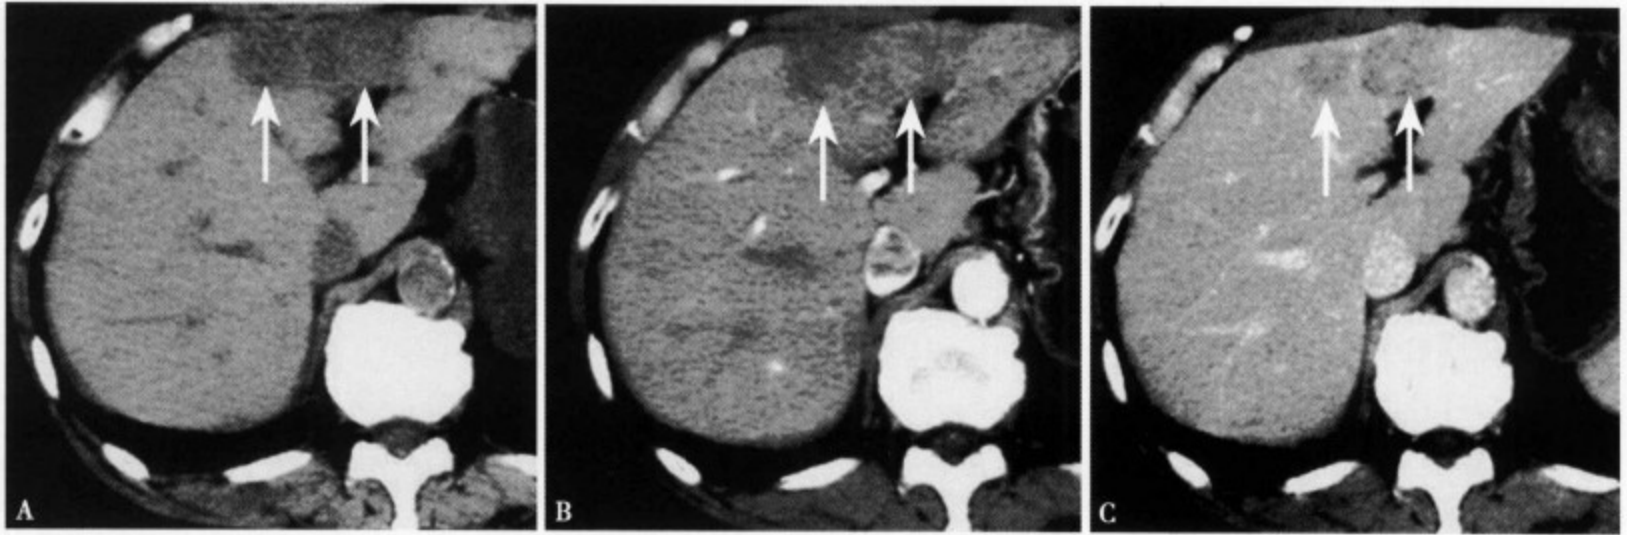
混合型肝癌。CT平扫(A)肝左叶内侧段可见一斑块状稍低密度区，边界不清；CT增强动脉期(B)显示病灶外侧部强化(肝细胞癌)、内侧部不强化(胆管细胞癌)；静脉期(C)显示病灶内侧部轻度强化，而外侧部(肝细胞癌)密度明显减低
